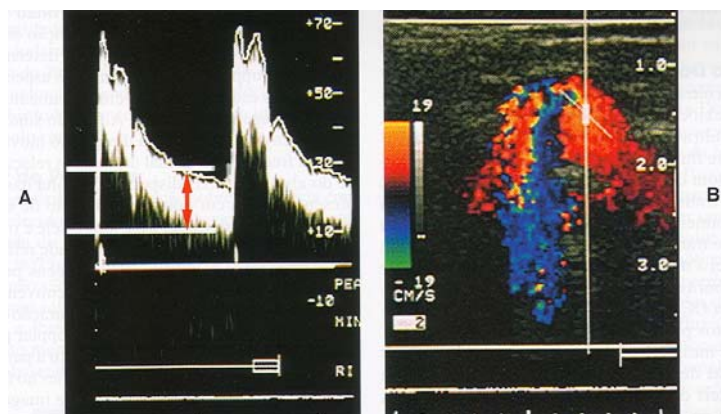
Doppler de Onda Pulsada: apresentada de forma espectral em “A”, ou traduzida em forma de fluxo de cores e apresentada sobreposta ao modo B, em “B”. Fonte: Rumack (1999).
